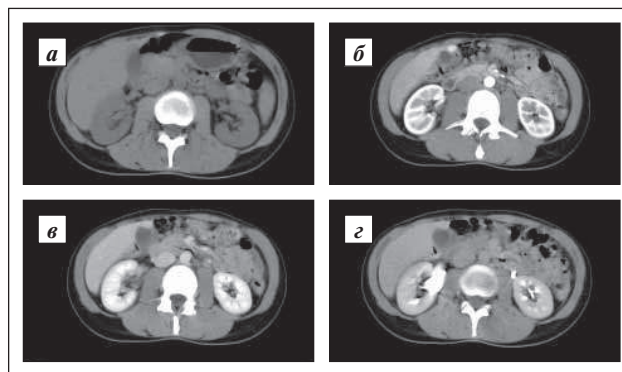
КТ-характеристики малой ОУГ: а – нативная фаза, б – артериальная, в – венозная, г – отсроченная (здесь и на рис. 2, 3)
